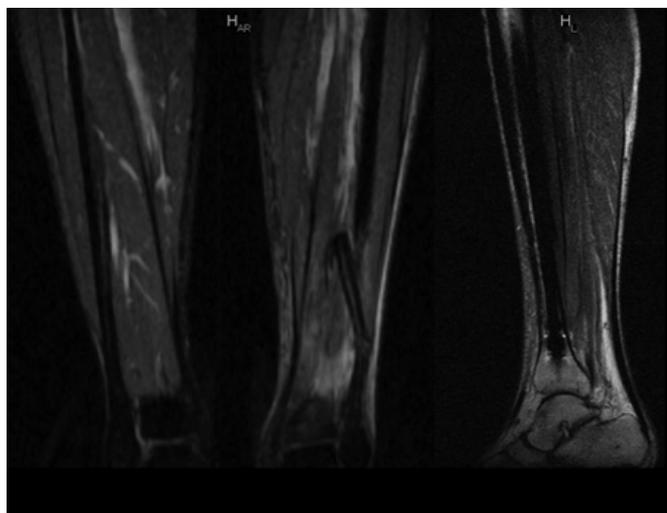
RMN, cortes coronal e sagital mostrando a lesão do FHL.
